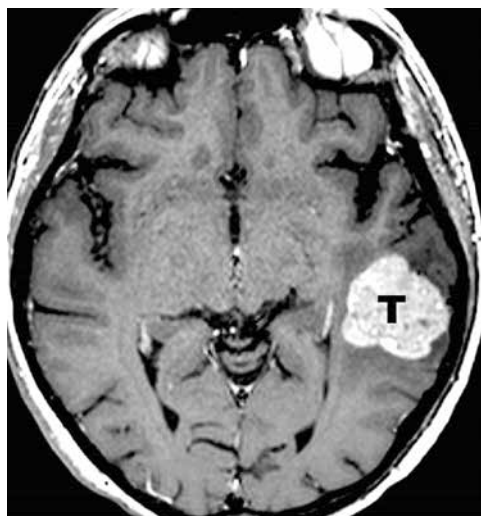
Та же пациентка через 2 мес. Магнитно-резонансная томография с внутривенным контрастированием, аксиальная проекция демонстрирует увеличение размеров опухоли (Т) в 1,5 раза
